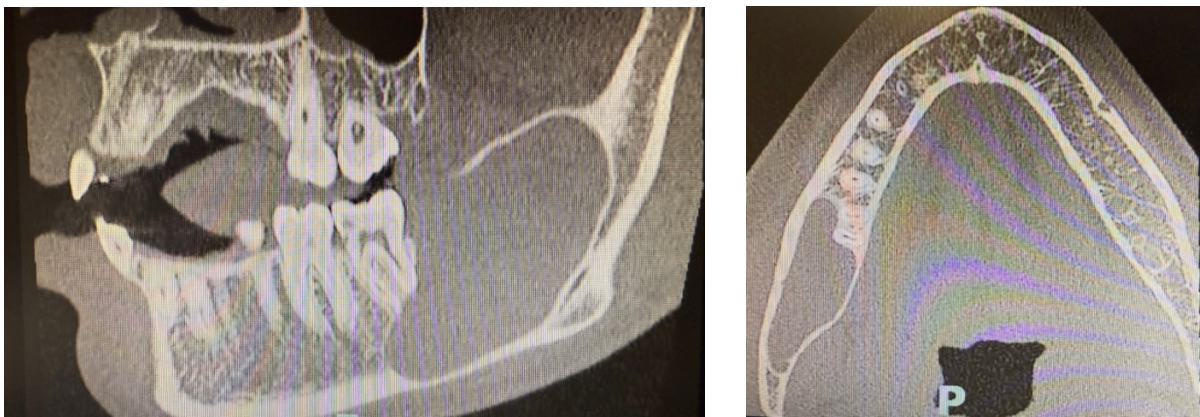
Coupe Sagittale et transversale de CBCT initiale. Iconographie personnelle.
